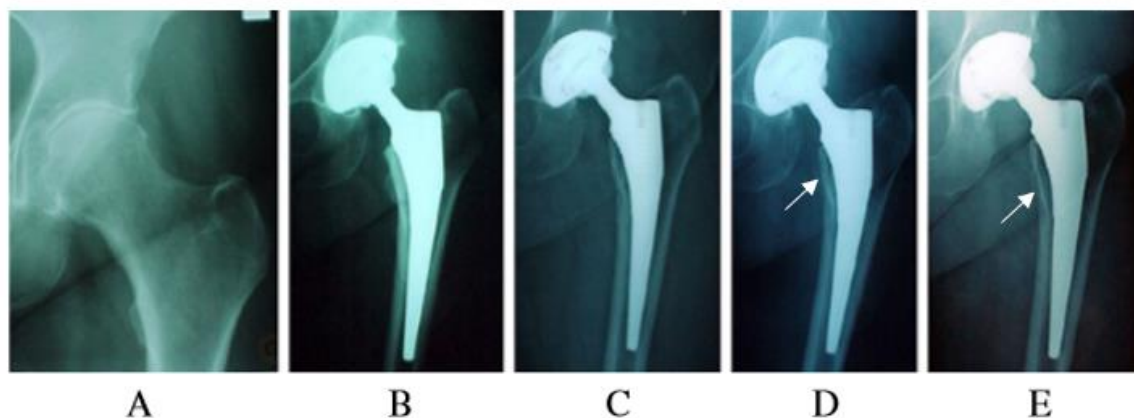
Radiografia da haste Corail, (b) pós-operatório; (c, d, e) Visualização de reabsorção óssea na região proximal do fémur [69].
